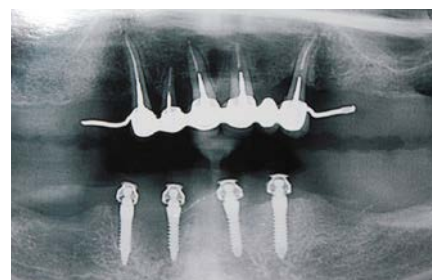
Рентген-контроль установленных МИ (ОПТГ)
